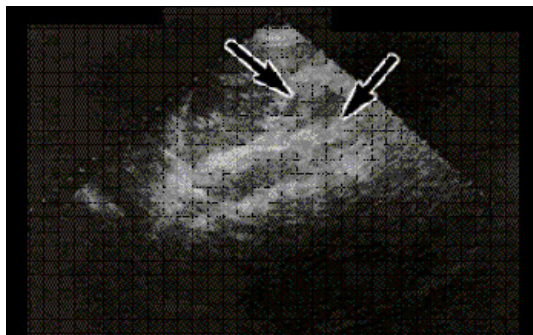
Ecografie abdominală. Neoplasm pancreatic
